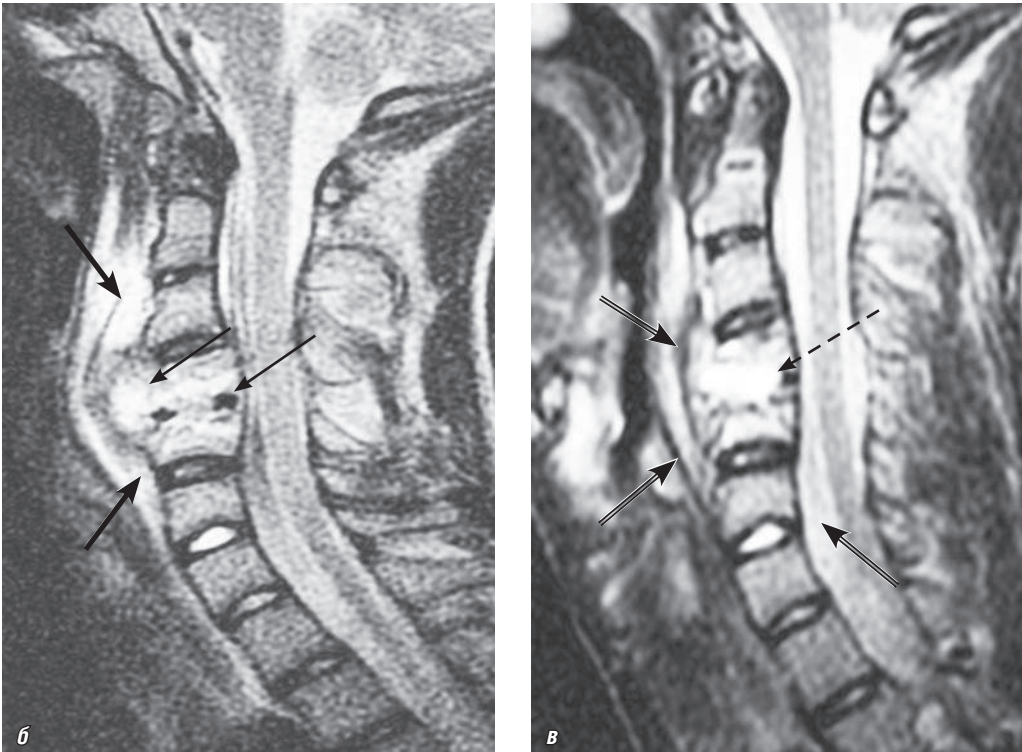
Окончание. Магнитно-резонансные томограммы шейного отдела позвоночника, сагиттальная плоскость: б, в — T2-ВИ. Острый пиогенный спондилит $C_{IV}-C_V$ через 1 мес от начала заболевания (б). Отмечается повышение МР-сигнала от полости деструкции, межпозвонкового диска $C_{IV}-C_V$, превертебрального и эпидурального абсцессов на T2-ВИ и умеренное повышение МР-сигнала на T1-ВИ (тонкие стрелки). Вокруг паравертебрального абсцесса, ограниченного передней продольной связкой, протяженная инфильтрация и отек мягких тканей, имеющий высокий МР-сигнал на T2-ВИ (толстые стрелки). Острый пиогенный спондилит позвонков $C_{IV}-C_V$ через 2 мес от начала заболевания (в). Отмечается высокий МР-сигнал от полости деструкции, контуры которой стали более четкими (пунктирная стрелка), и менее высокий МР-сигнал от костного мозга пораженных тел позвонков $C_{IV}-C_V$ и инфильтрированных паравертебральных тканей (двойные стрелки). Уменьшилась воспалительная инфильтрация мягких тканей
